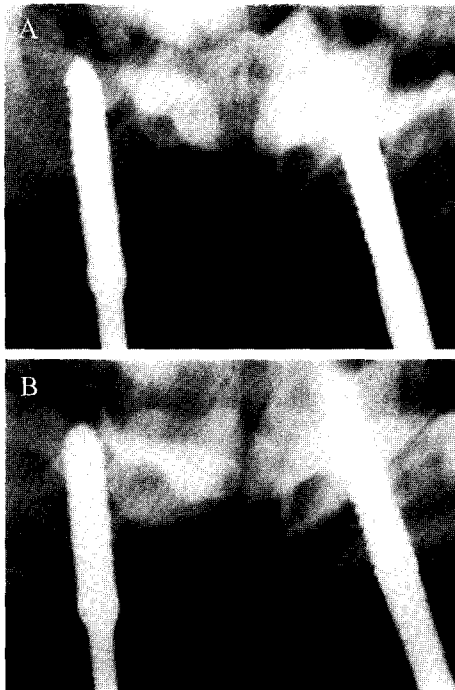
Radiography of control group. A) Three weeks after finishing bone distraction. B) Five weeks after finishing bone distraction. The distracted area of A) and B) shows radiolucency and there is no significant difference between the radiography taken in 3weeks and those of 5 weeks.
